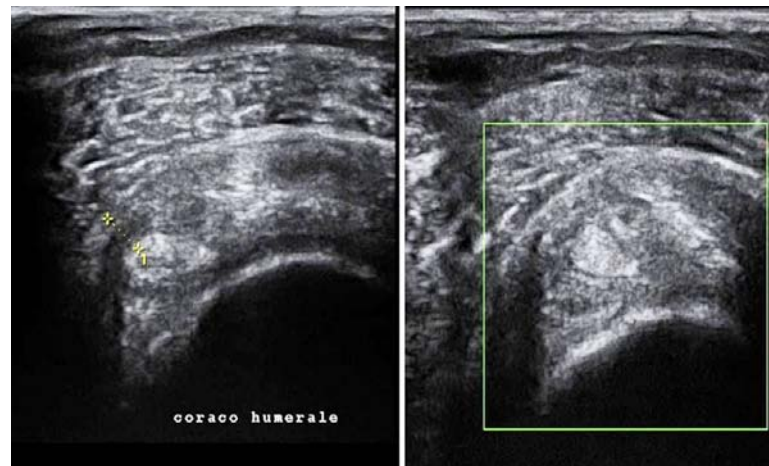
Coupe au niveau de l'intervalle des rotateurs. Capsulite rétractile: épaissement du ligament coraco-huméral > 4mm non actif au doppler couleur.
